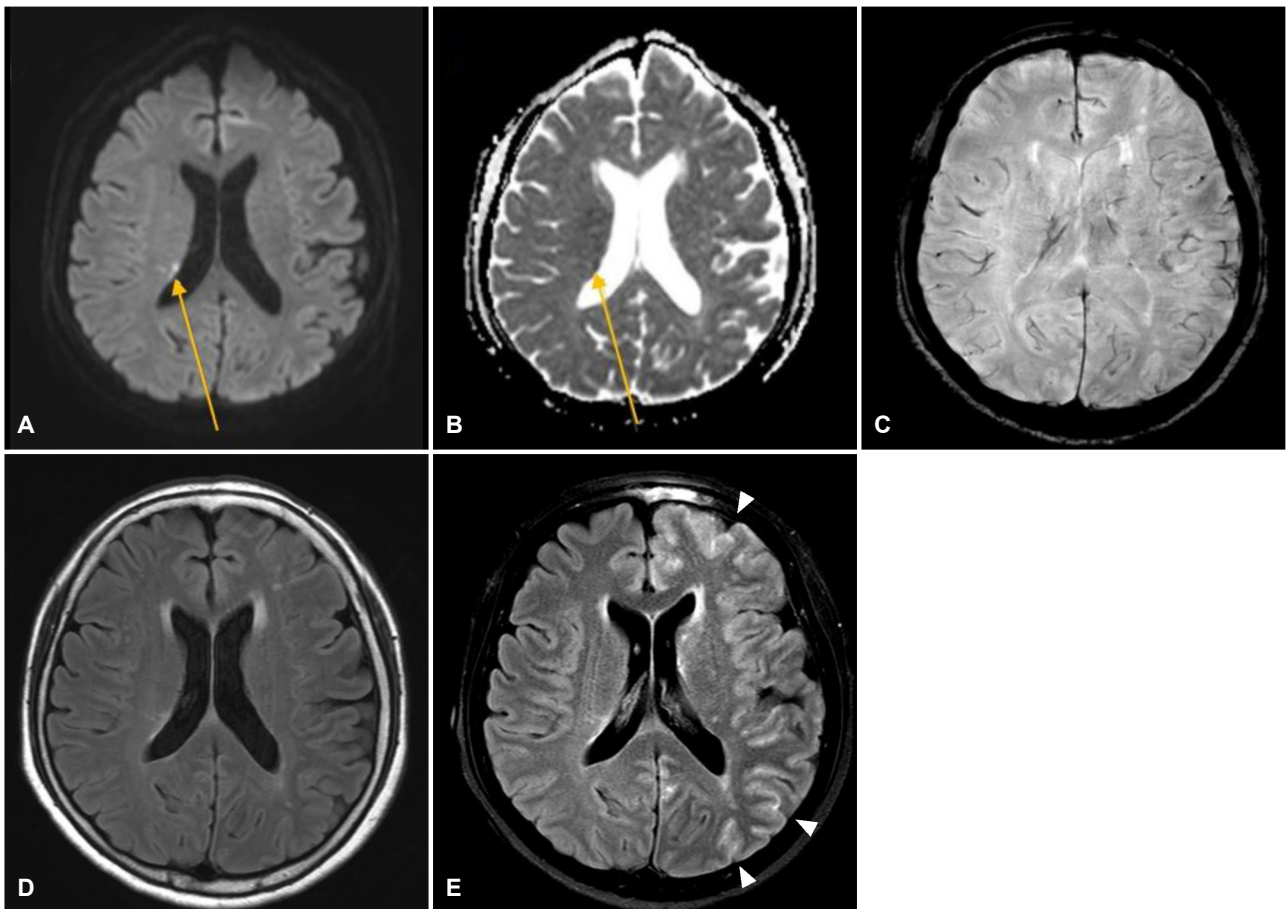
Focal ischemic lesion (arrow) of the right periventricular corona radiata on (A) diffusion-weighted image and (B) apparent diffusion coefficient images obtained after cerebral angiography. (C) No abnormal finding on susceptibility-weighted image. Enhancement of the subarachnoid cerebrospinal fluid space (arrowheads) without parenchymal changes on not (D) fluid attenuation inversion recovery image (FLAIR), but (E) post-contrast FLAIR.
